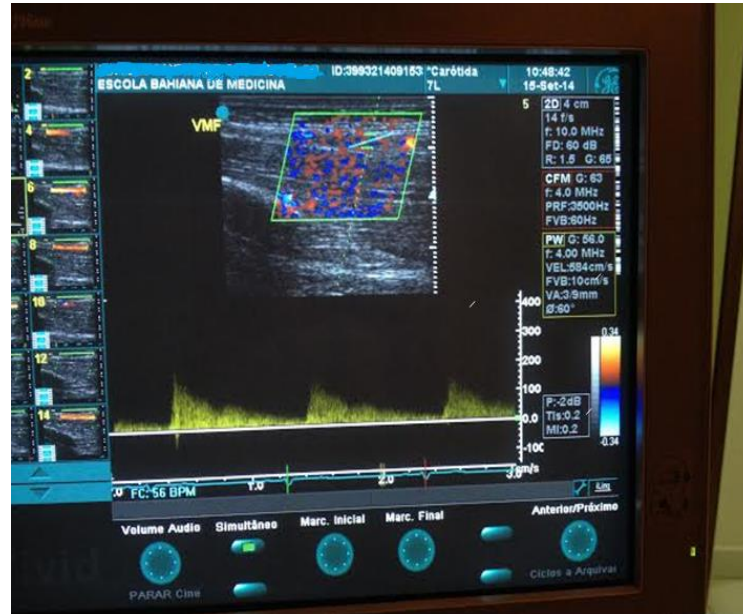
Determinação do Fluxo da artéria braquial através do Doppler pulsado no período de hiperemia reativa
